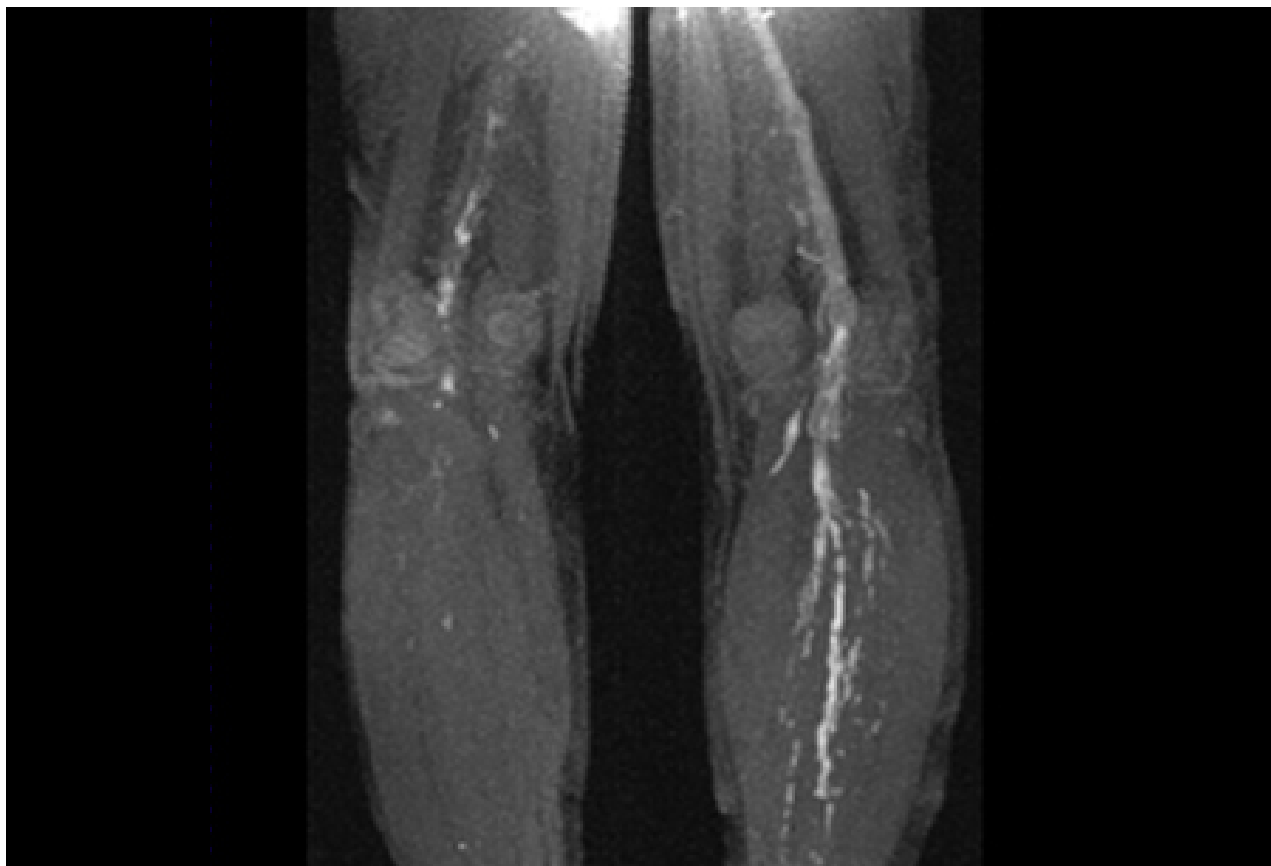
Imagem por ressonância magnética direta do trombo em uma trombose venosa profunda (TVP) bilateral proximal
